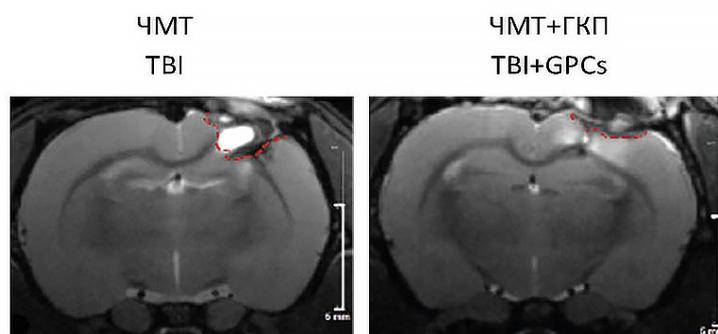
Репрезентативные МРТ-изображения объема повреждения при моделировании ЧМТ на 14 сутки эксперимента
